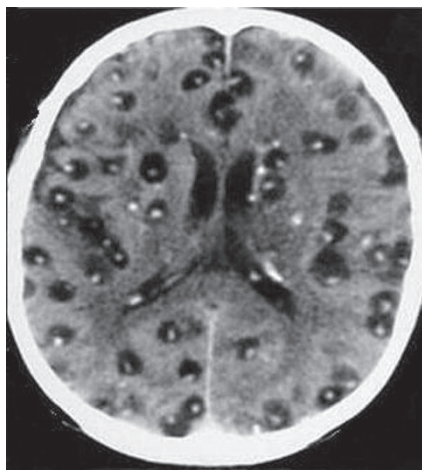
RMN a creierului.
